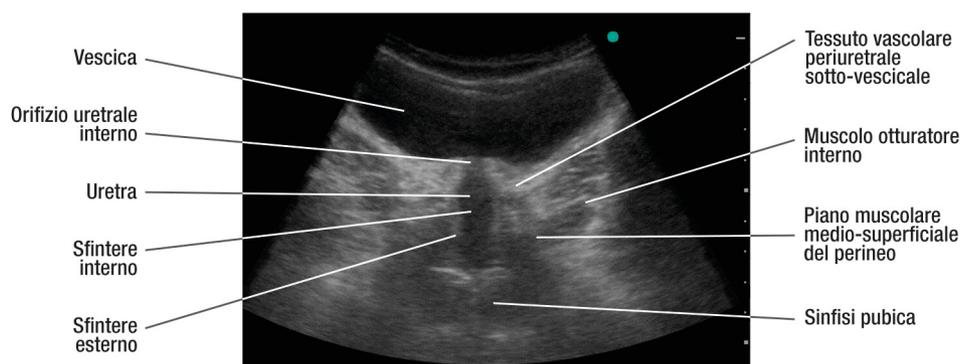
Ecografia transaddominale di vescica e uretra. L'orifizio uretrale interno si trova sull'angolo antero-inferiore del triangolo del trigono. La porzione prossimale, la più posteriore dell'uretra, ha epitelio di transizione come quello vescicale, mentre la porzione anteriore distale è rivestita da epitelio squamoso. L'uretra attraversa i piani profondo e intermedio del pavimento pelvico. L'orifizio uretrale esterno ha lo sbocco nell'angolo sottopubico, al margine superiore del vestibolo vaginale.
